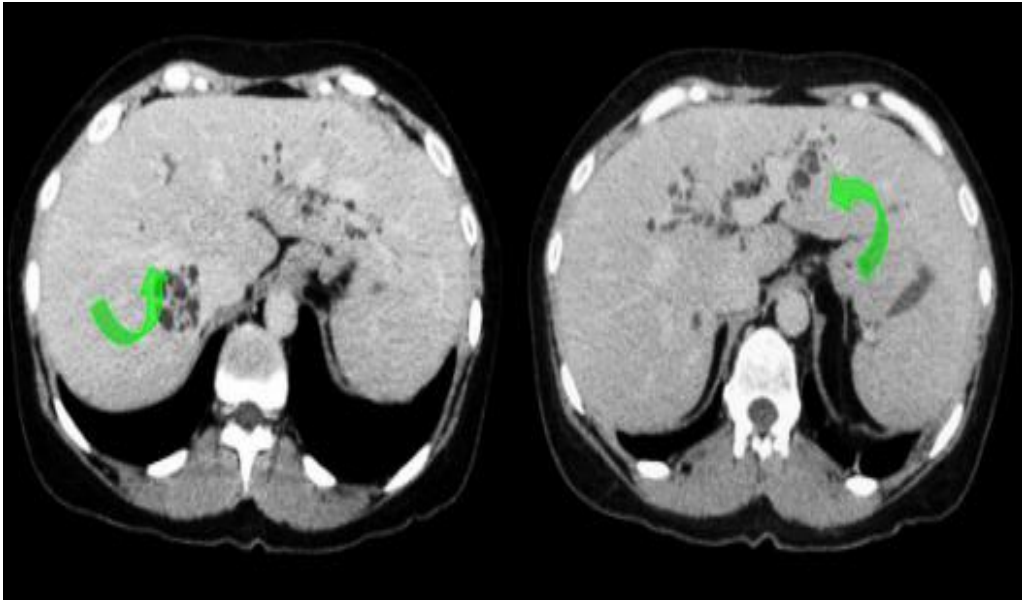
Images de TDM abdominale en coupe axiale montrant des kystes péribiliars (dilatation kystique des glandes péribiliars) [23].
